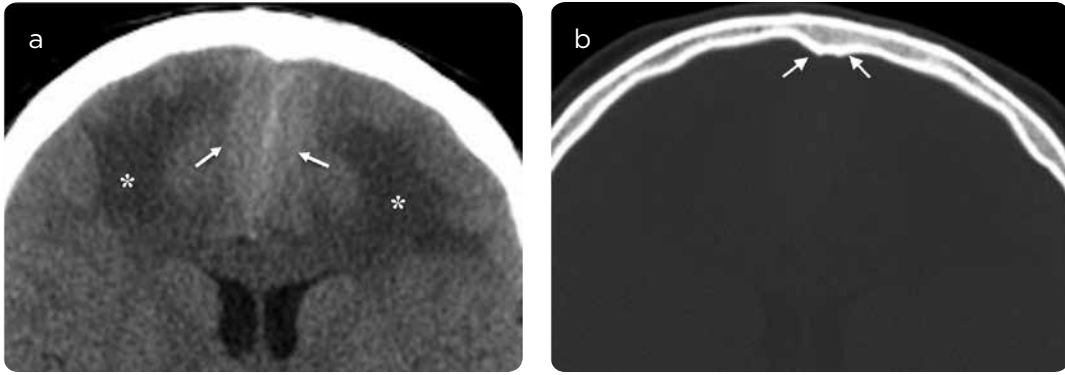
TAC simple de cráneo, axial, a) en ventana de parénquima cerebral y b) ventana ósea. Se identifica masa ligeramente hiperdensa, de contornos mal definidos, que ocupa la región anterior de la fisura interhemisférica (flechas en a), asociada a baja densidad de la sustancia blanca de los lóbulos frontales por edema vasogénico (*). No se identifican calcificaciones ni hiperostosis adyacentes a la lesión (flechas en b).
